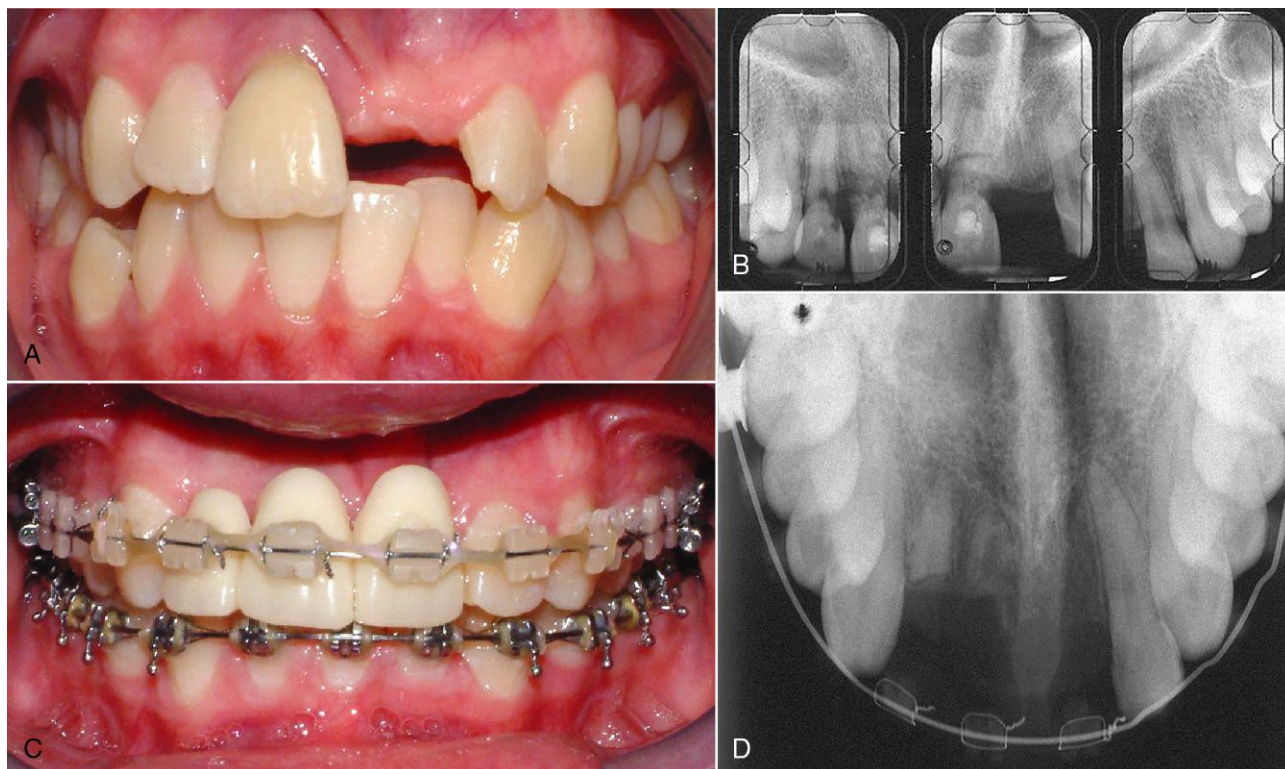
A este paciente se le enterró la raíz para conservar el hueso alveolar en la parte anterior del maxilar superior. A. Avulsión del incisivo central superior izquierdo. B. La radiografía de la arcada superior muestra una reabsorción muy marcada de las raíces de los incisivos central y lateral derechos superiores. En lugar de extraer estos dientes, se optó por decoronarlos (suprimir las coronas y cubrir las raíces con tejido blando) para conservar el reborde. C. Durante el tratamiento ortodóncico se colocaron póncticos para controlar el espacio y mejorar el aspecto estético, mientras las raíces mantienen el reborde, como puede apreciarse en la radiografía (D).
